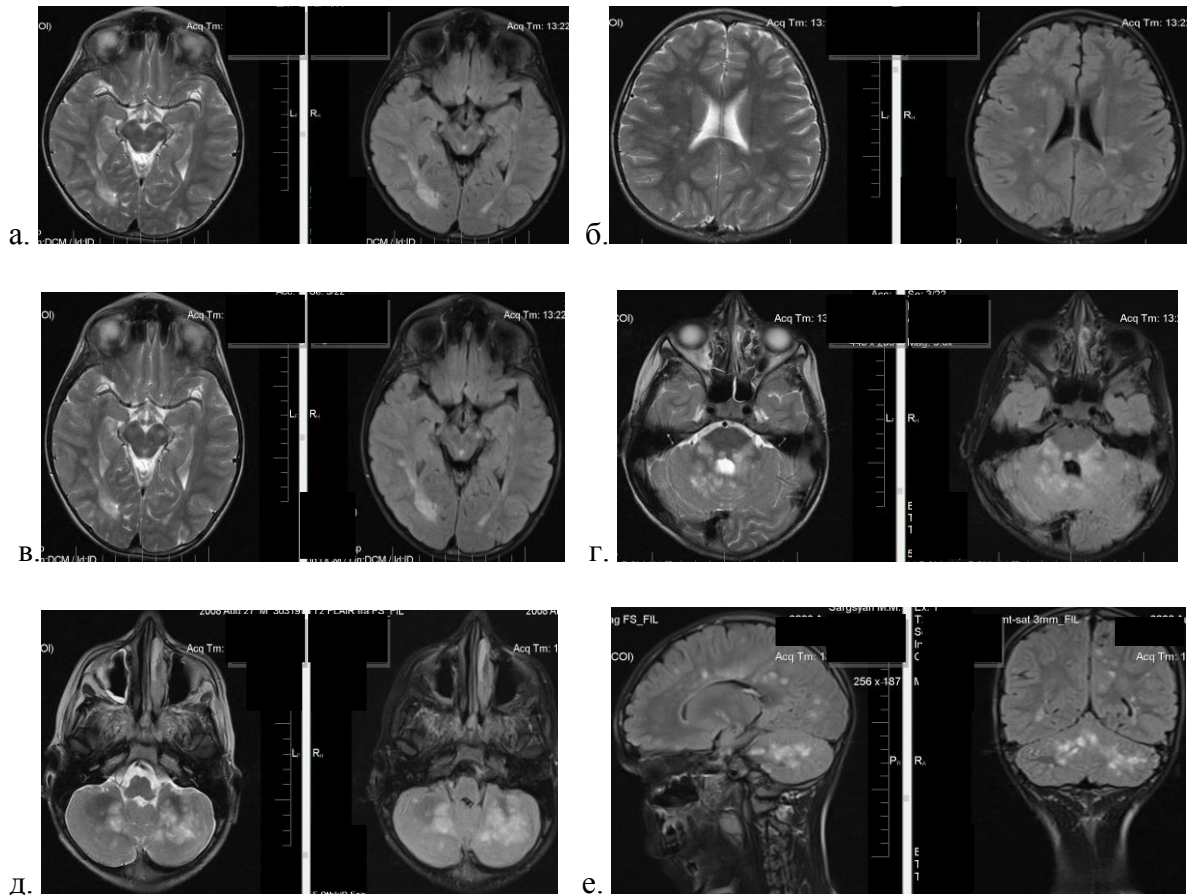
МРТ головного мозга пациента М., 11 лет, от 28.07.2016 г. (г. Ереван). T1-ВИ, T2-ВИ, FLAIR-ИП
